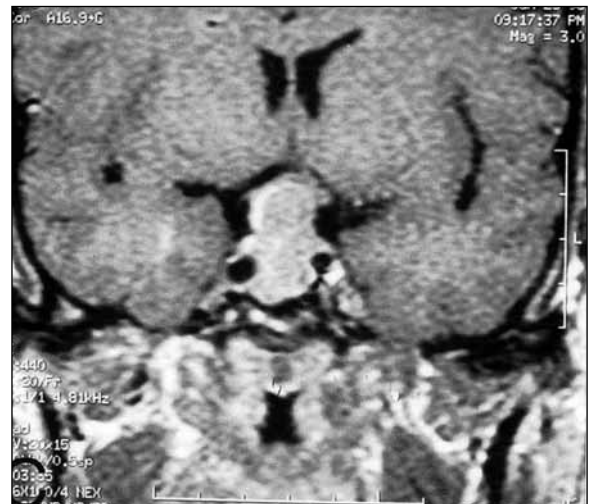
Ameliyat öncesi koronal bilgisayarlı tomografi görüntüsü : suprasellar - sellar tümör.
